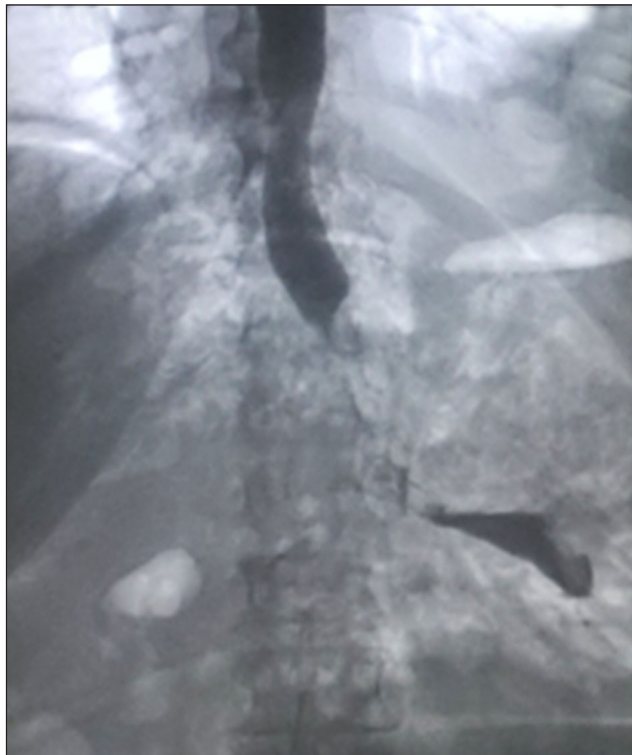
Рентгенологическое исследование с водорастворимым контрастным веществом. Истечение контрастного вещества за пределы культи желудка
